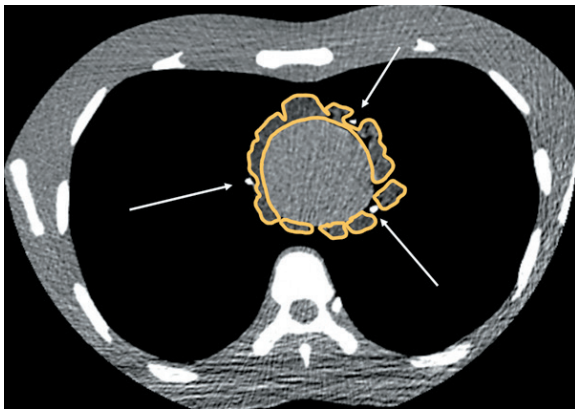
Аксиальный срез низкодозной компьютерной томографии (НДКТ) фантома органов грудной клетки с сокращающимся сердцем с жировой тканью и кальцием. Внутри желтых контуров обозначен фантом эпикардиальной жировой ткани, белыми стрелками указаны фантомы коронарных сосудов с имитацией коронарного кальция
